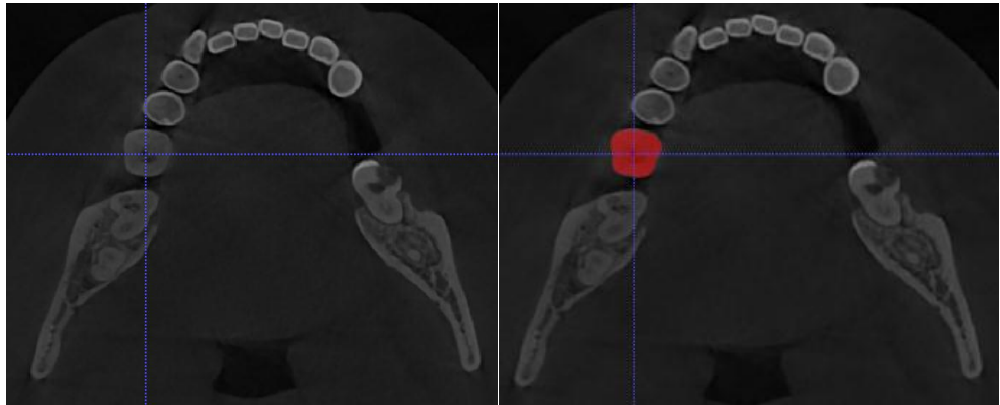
Konik ışınli bilgisayarlı tomografide kök genişliđi ölçümü
